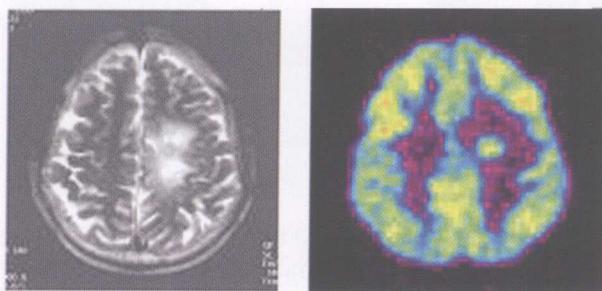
左顶叶胶质瘤Ⅱ级术后, MRI 示高信号, 不能鉴别瘢痕与复发, PET 显示该部位 FDG 浓聚影, 提示肿瘤复发
